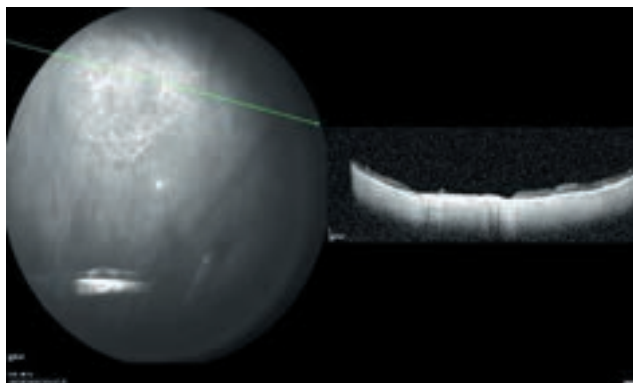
Томограмма зоны блокированного ретинального разрыва через 3 месяца после лечения
